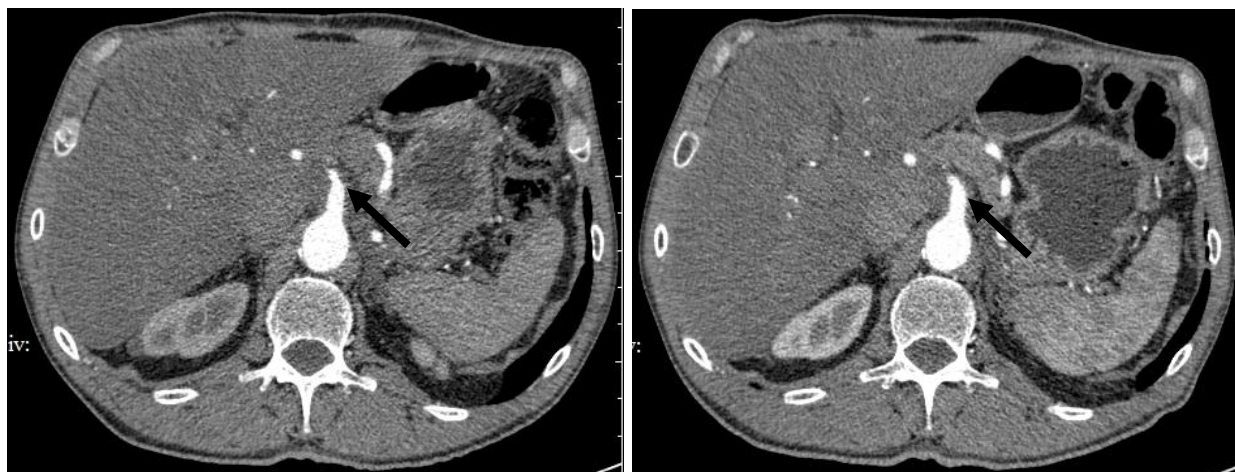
Пациент X., 61 год. Частичный ответ в виде уменьшения опухолевой инфильтрации ВБА. А. МСКТ органов брюшной полости через 8 месяцев после ПДР. Рецидив заболевания в виде муфтообразной опухолевой инфильтрации ВБА толщиной 5 мм. Б. МСКТ спустя 47 дней после предыдущего. Толщина инфильтрата уменьшилась до 3 мм.
